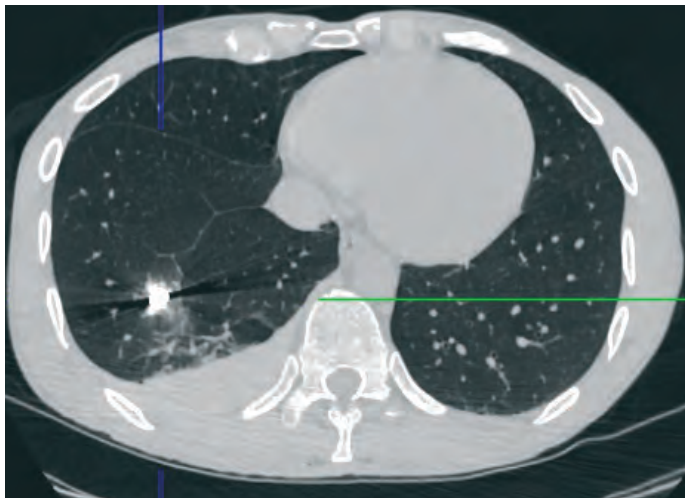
(продовження). СКТ-дані поранених у груди: Д – аксіальна проекція, правобічний пневмогемоторакс, лівобічний пневмоторакс, пневмомедіастинум, посттравматичний пульмоніт за ходом ранового каналу; Е – сагітальна проекція, правобічний пневмогемоторакс, посттравматичний пульмоніт за ходом ранового каналу, стороннє тіло (металевий осколок) у I міжребер'ї.
